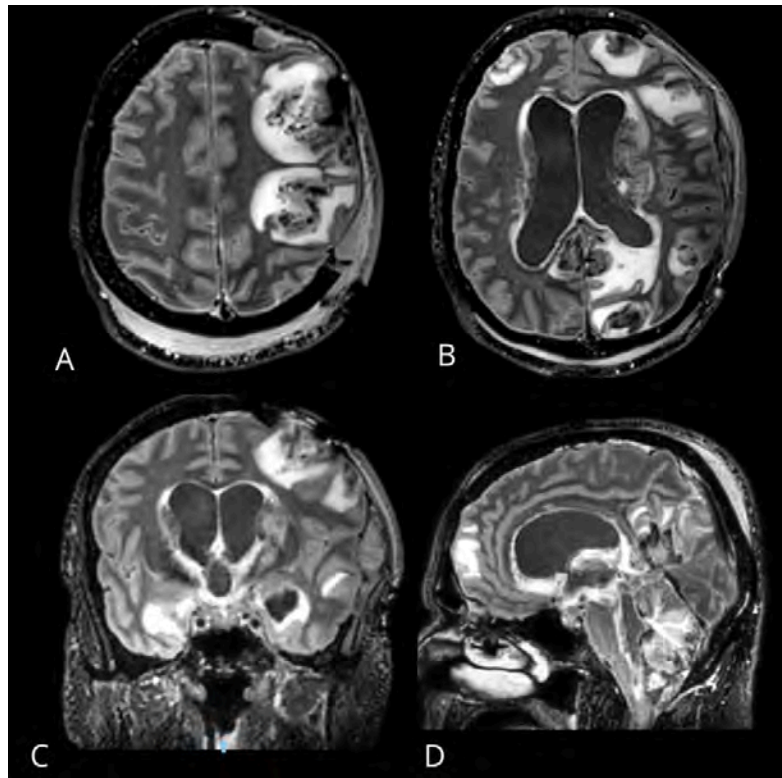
Resonancia Magnética de Seguimiento. (A) (B) La secuencia FLAIR en plano axial de la RM muestra múltiples lesiones supra e infratentoriales mal definidas, con una distribución difusa predominantemente a nivel córtico-subcortical. Estas lesiones exhiben un edema perilesional significativo, contienen material hemorrágico y no muestran realce con contraste, lo que es consistente con abscesos. (B) Hay una cantidad sustancial de hemorragia periventricular, así como hemorragia dentro del cuarto ventrículo. (C) (D) Se presenta una hidrocefalia supra e infratentorial significativa con edema transependimario, resultando en herniación de ambos uncus y descenso de las amígdalas cerebelosas hasta 1.3 cm.
